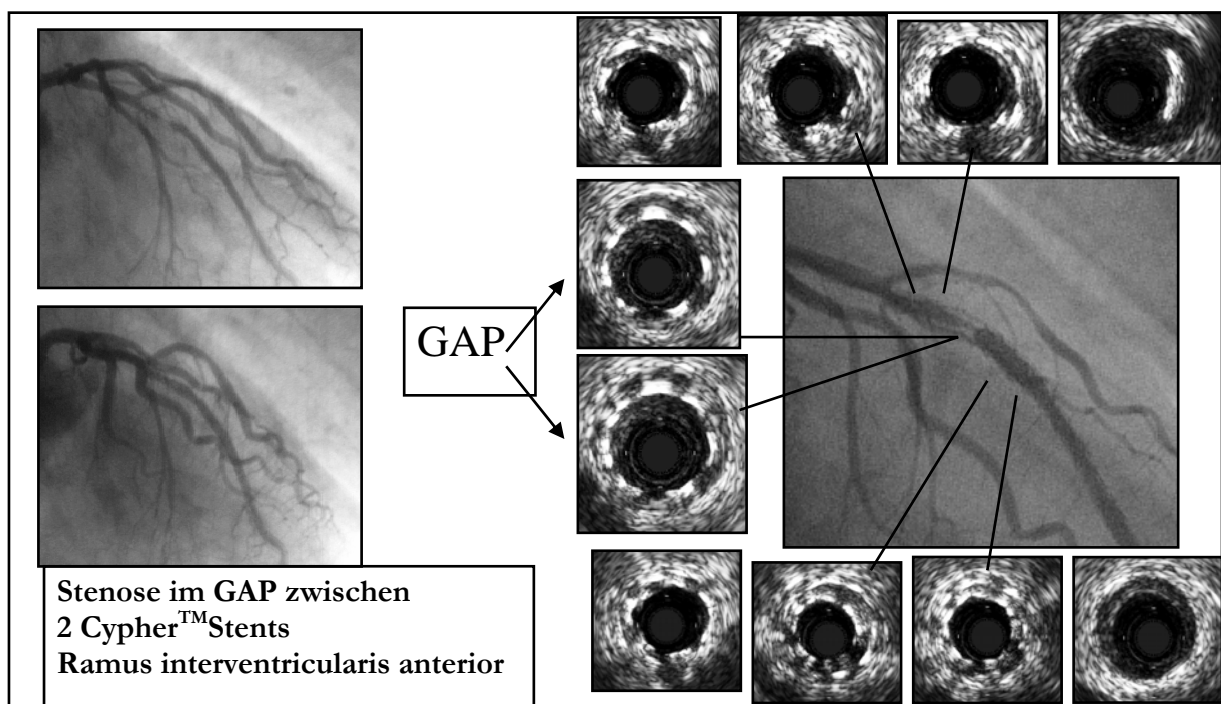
Angio- und sonographische Darstellung einer ISR zwischen zwei Stents
